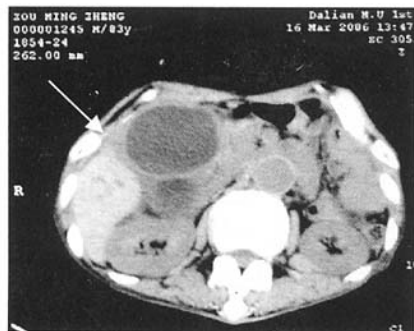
腹部 CT,可见胆囊明显增大,周边渗出明显(箭头所指)
